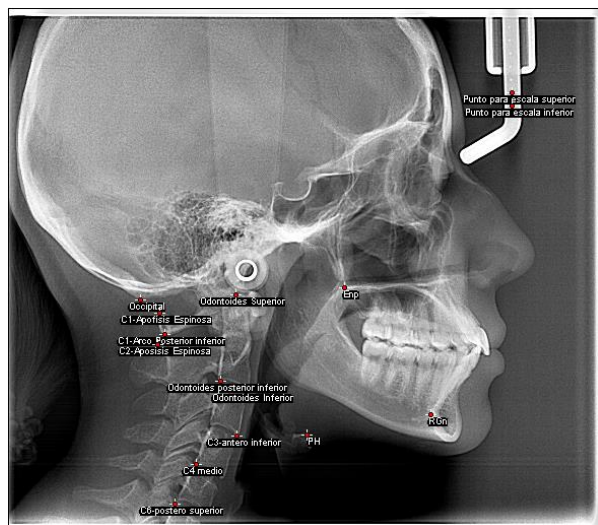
Posición de puntos en la radiografía: espina nasal posterior (ENP), parte mas inferior de occipital, parte más superior de apófisis espinosa C1, arco posterior inferior C1, parte más superior de (AE) C2, la parte más superior de apófisis odontoides (AO), la parte más anterior inferior de AO, la parte más posterior inferior de AO, la parte más inferior anterior C3, la parte más posterior inferior C4, la parte más superior posterior de c6, la parte más superior de hioides (Ph), retrognation, escala superior e inferior del testigo métrico (parte superior izquierda)
